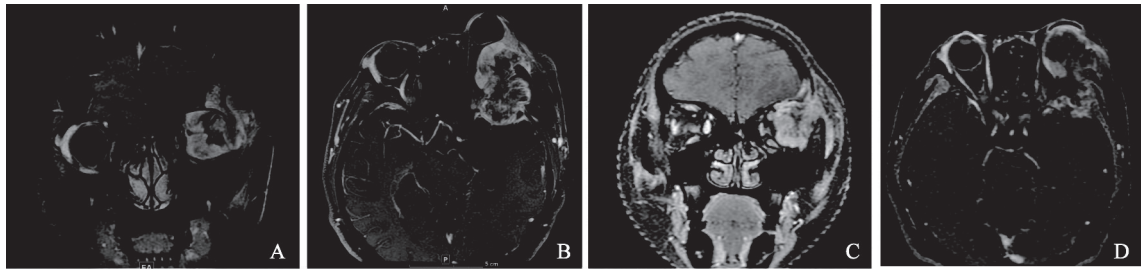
眼眶原发平滑肌肉瘤进展及治疗后好转的MRI增强表现
